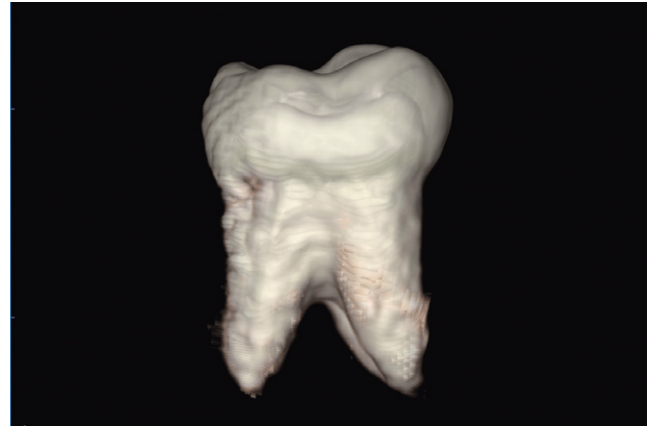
환자의 CT 사진을 이용하여 Denta Scan Program으로 만든 치아 3D image.
